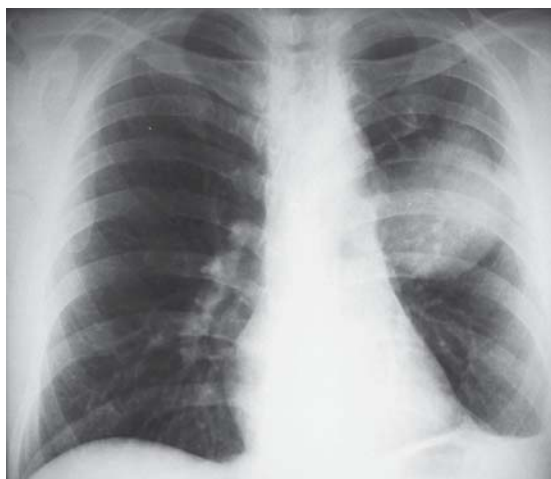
Radiografía de tórax inicial.
